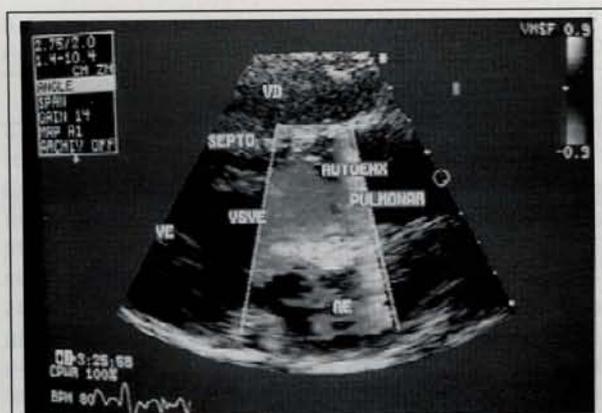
Ecocardiografia bidimensional com Doppler. Corte longitudinal do ventrículo esquerdo e aorta ascendente na sístole. Notar o padrão laminar do fluxo na aorta.
